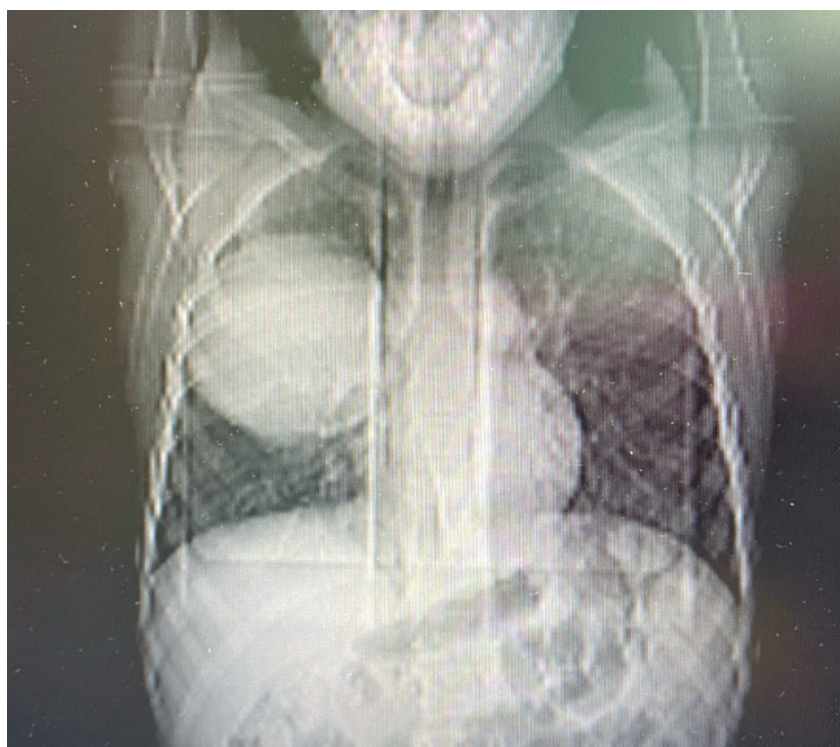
Рентген органов грудной клетки на 23-й день от начала заболевания
